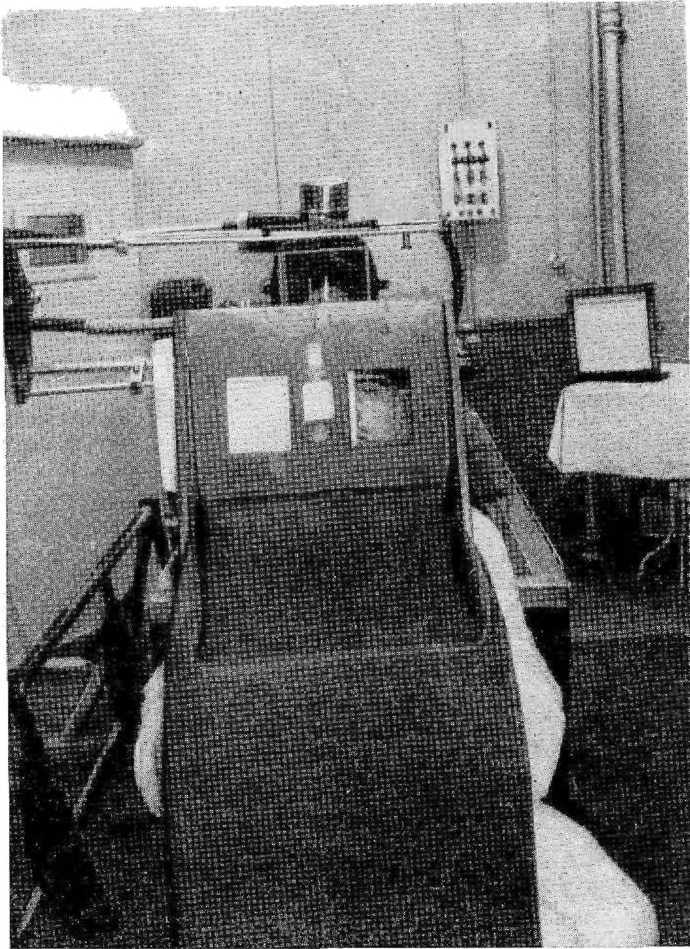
Рентгенография глаза при сидячем положении раненого (передний снимок).
